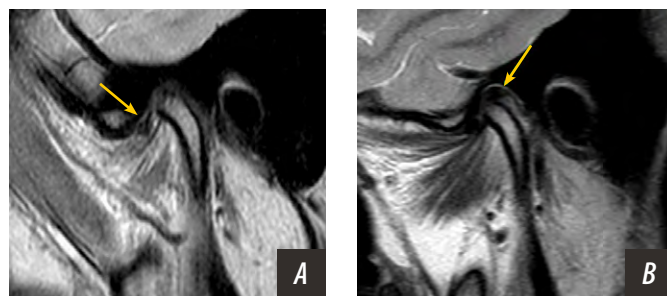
МРТ-реконструкция в косо-сагиттальной плоскости до операции и через 6 месяцев после операции. Стрелками отмечено: А — наличие вентральной дислокации суставного диска; В — нормальное положение внутрисуставного диска
